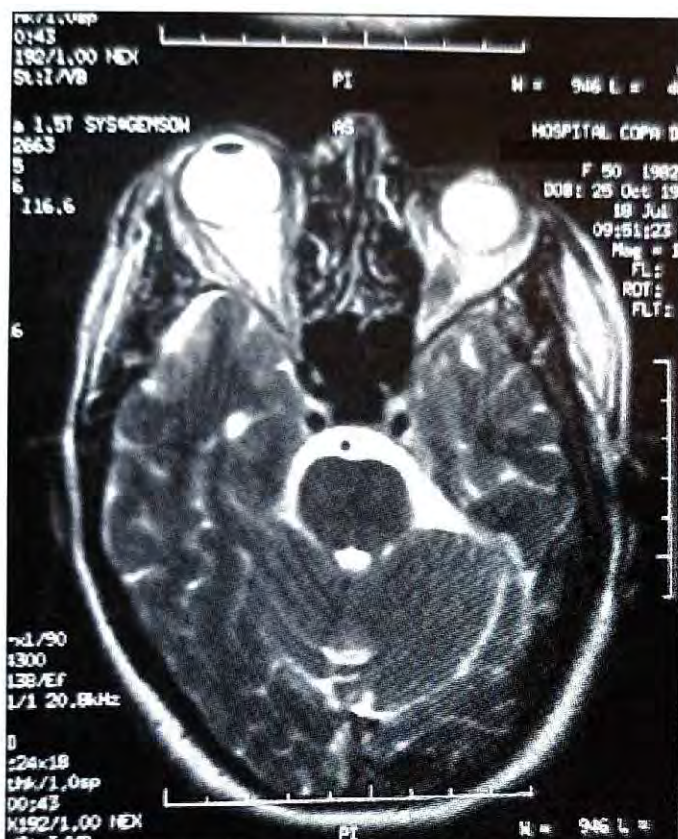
(Caso 2): Corte axial de ressonância magnética mostrando espessamento da parede lateral do globo ocular à direita, aumento do volume da gordura retrobulbar e proptose do globo.
